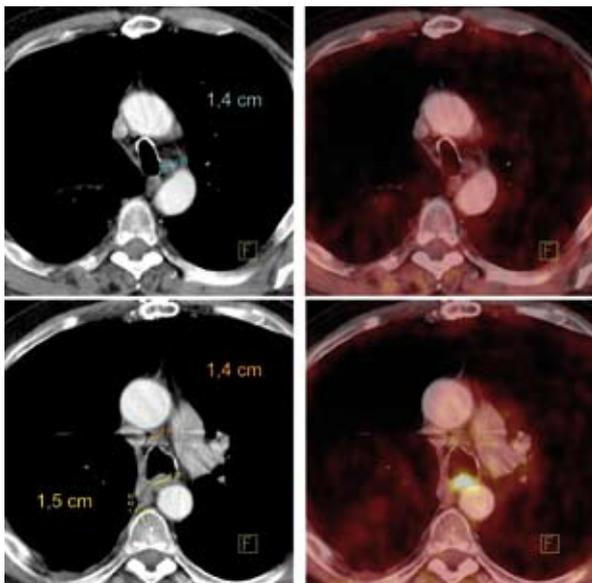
Mehrere vergrößerte mediastinale Lymphknoten im CT, von denen nur einer einen metastasenverdächtig gesteigerten Glukosemetabolismus aufweist.
